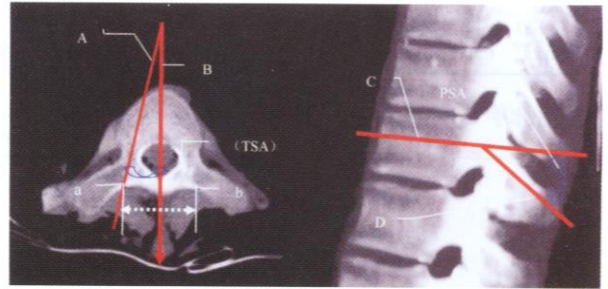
在CT片上测量TSA和PSA a和b:椎弓根钉入点 A:椎弓根轴线 B:椎体中轴线 C:椎体上终板平行线 D:棘突轴线
